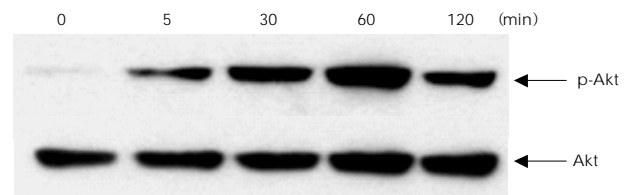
CT-1 phosphorylated Akt. H9c2 cells were exposed to CT-1 (1 ng/mL) for the indicated times. Representative western blot for p-Akt are shown. CT-1: cardiostrophin-1.
